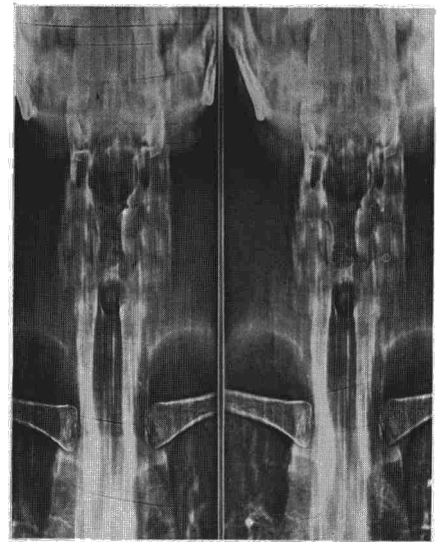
Xerotomografía. Estenosis subglótica.
